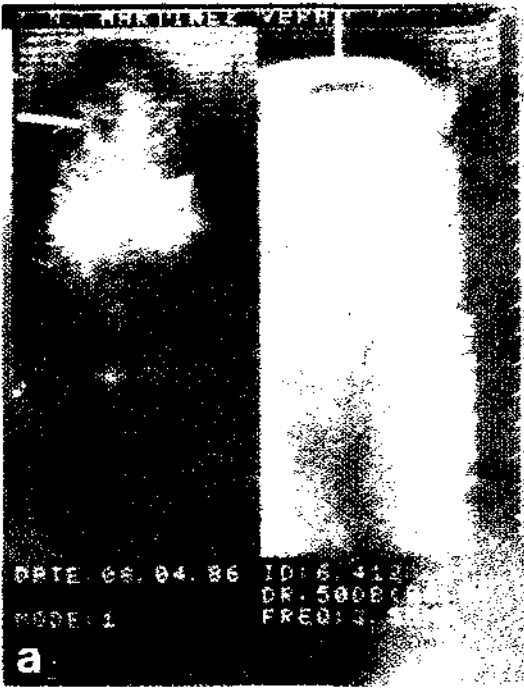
a) Ultrasonografía cerebral en recién nacidos pret PEG (34 semanas) que presentó una encefalopatía hipóxico-isquémica. Se aprecia una porencefalia frontal y una colección pericerebral sugerente de un hematoma sub-dural. b) Lactante de 4 meses portador de una meningitis purulenta en que la ultrasonografía demuestra una alteración en el tamaño y forma de los ventrículos laterales compatibles con atrofia cortical y una colección pericerebral.
